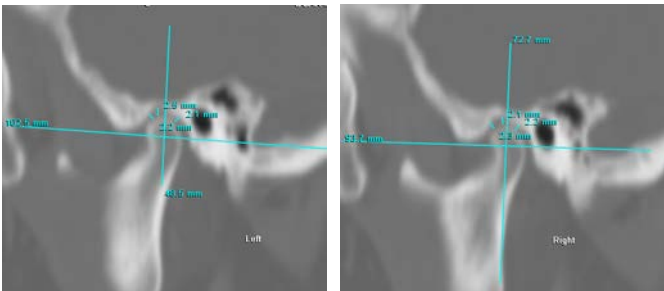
Сагиттальные срезы ВНЧС слева и справа на МСКТ до ортопедического лечения
